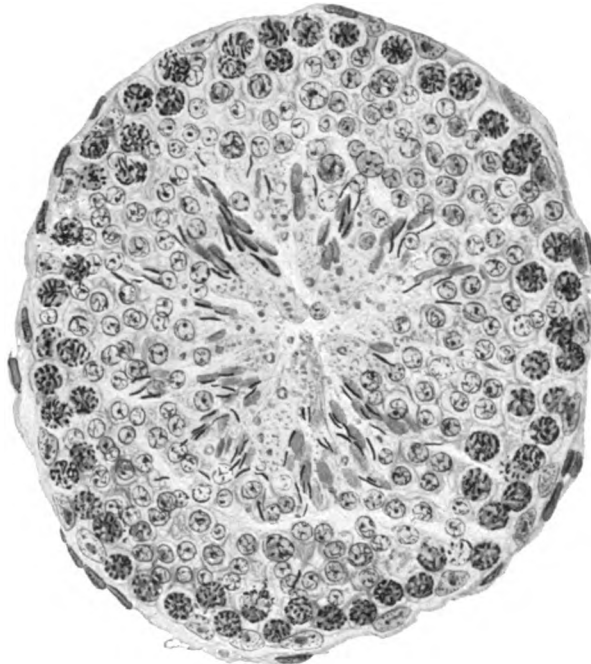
Stadium I der Röntgendepopulation des Hodens aus einem mit 2 H.E.D. einmal bestrahlten Kaninchenhoden (Prot. Nr. 1, l.). Haematox. Eosin, Zeiß, KO. 5 ×, Ap. 90. Die Spermiogonien sind sämtlich verschwunden. In die so zwischen den Sertoli entstandenen Lücken sind die Spermiden nachgerückt. Das Samenkanälchen enthält Sertolizellen, Spermiozyten, Spermiden und Spermien, welche sämtlich unversehrt sind — bis auf eine gewisse Anisozytose der Spermiden.
